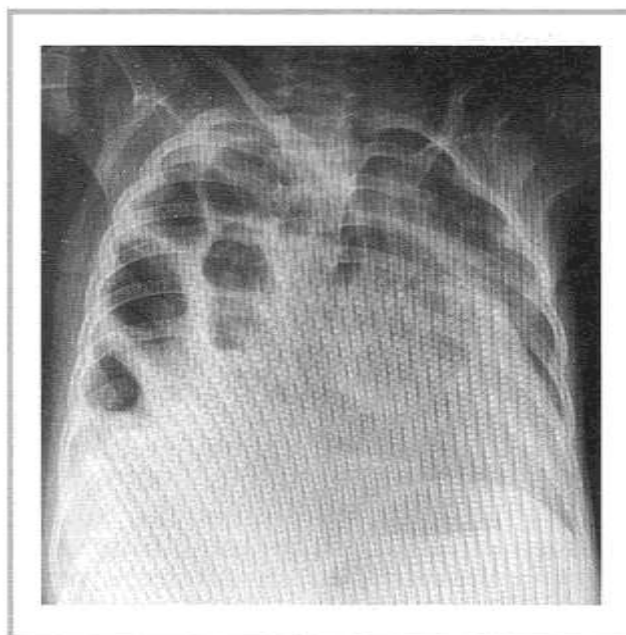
Рентгенограмма органов грудной клетки; видны ячеистые тени в правой плевральной полости.
